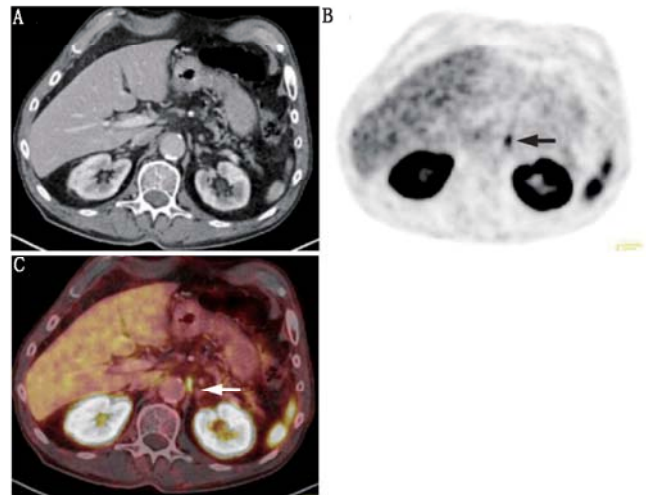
⁶⁸Ga-PSMA 配体 PET/CT 显像图(A. CT; B. PET; C. PET/CT)。横断面显像示左肾上腺和主动脉弓之间的点状软组织内呈中度局部 PSMA 配体摄取(箭头示),提示为腹腔神经节的正常摄取
